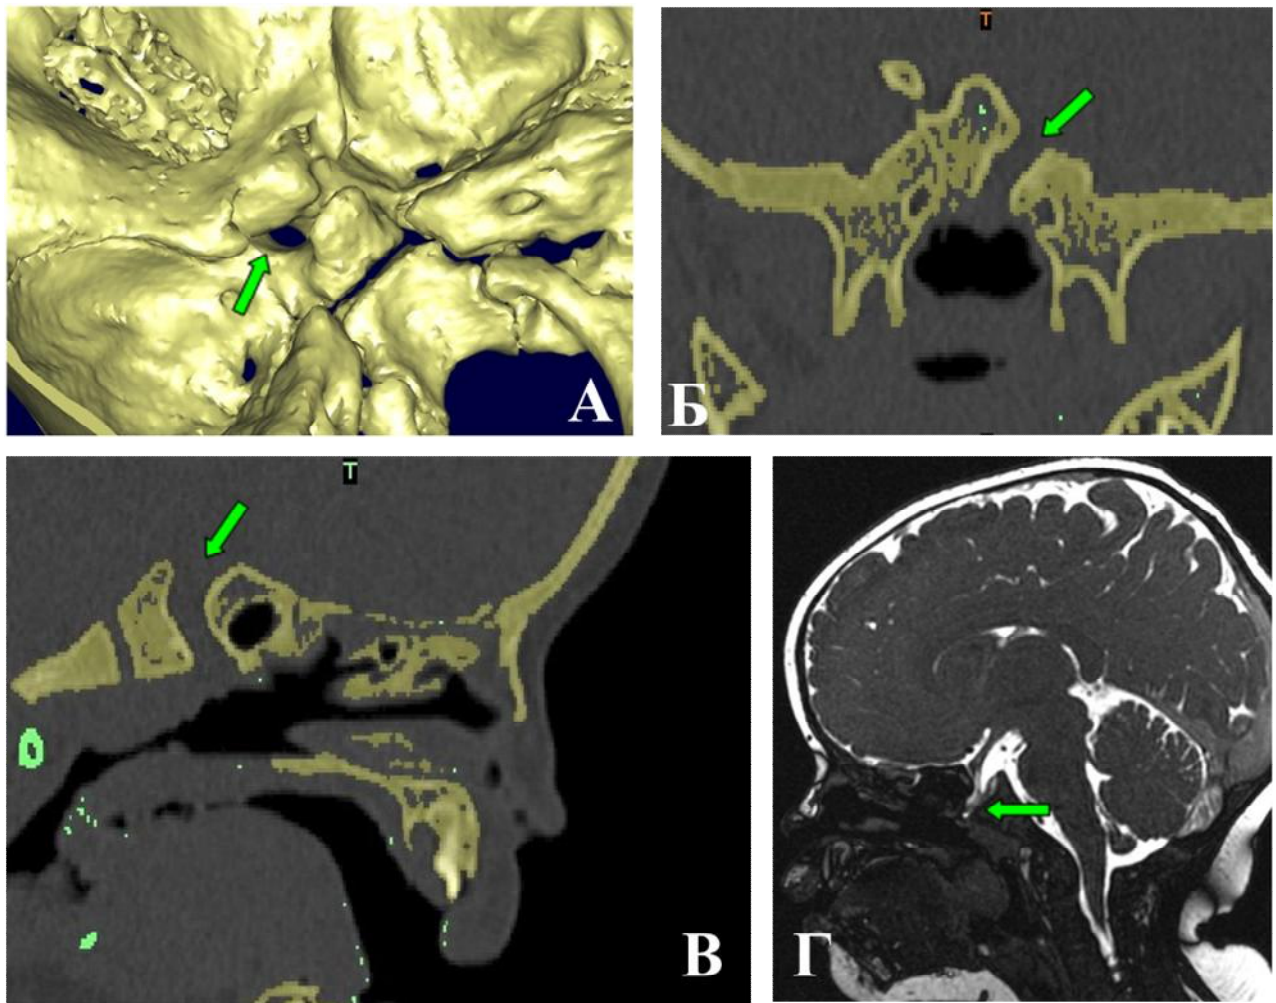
Пациентка Н-ва, 11 мес. Пациентка с траннсфеноидальной черепно-мозговой грыжей. А - изображение КТ 3D пациентки. Стрелкой указан костный дефект основания черепа в области клиновидной кости. Б – изображения КТ пациентки. На фронтальном срезе стрелкой указан костный дефект основания черепа, В – изображения КТ пациентки. На аксиальном срезе стрелкой указан костный дефект основания черепа, Г - изображение МРТ пациентки, стрелкой указано пролабирование мозгового вещества, ликвороток в данной области
